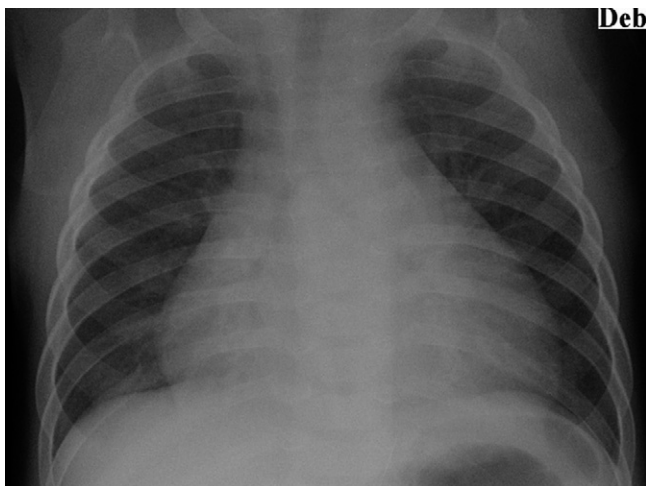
Radiographie de thorax de face d'une hypertrophie thymique descendant jusqu'au diaphragme.
